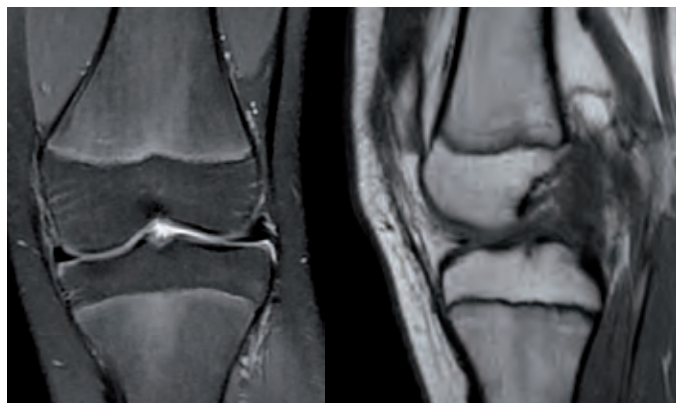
RMN evidenciant presència de fisis i trencament complet de l'LCA.
